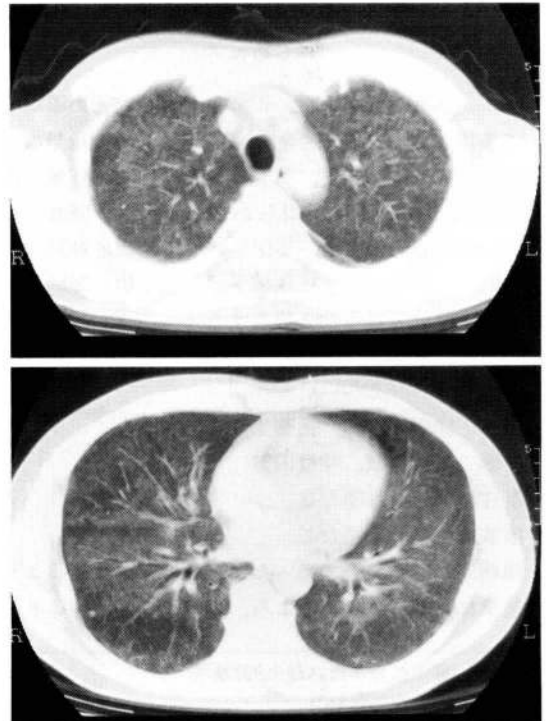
Chest CT shows a diffuse non-uniform increase in intensity and micronodular shadows in the bilateral lung fields.
